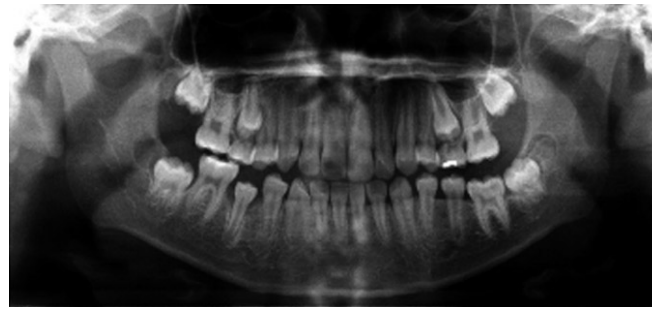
Panoramic radiograph showed the mandibular left first molar being erupted close to occlusal level after 6 months of orthodontic traction.
